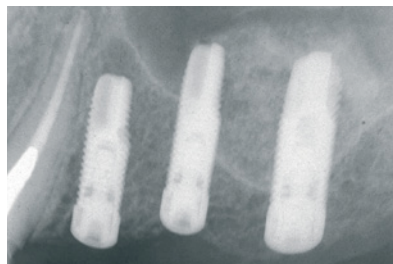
Durante il follow-up, le particelle di Geistlich Bio-Oss® vengono osservate tramite esame radiografico.
